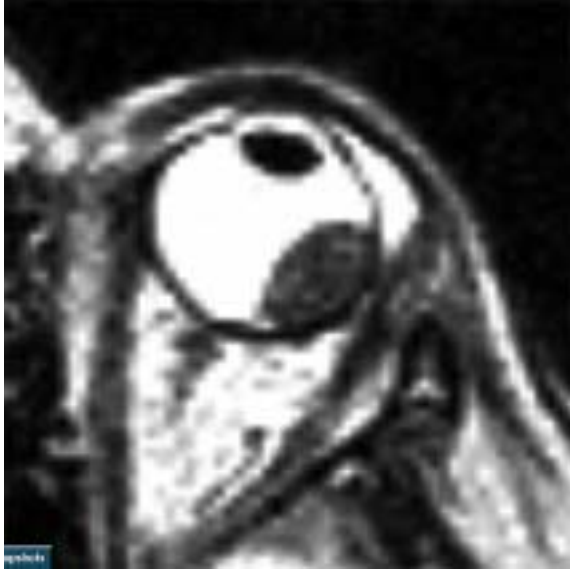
Aderhautmelanom im MRT (T2w) zum Zeitpunkt der Bestrahlung mit dem Gamma-Knife (Tumorvolumen 1,0 ccm)
